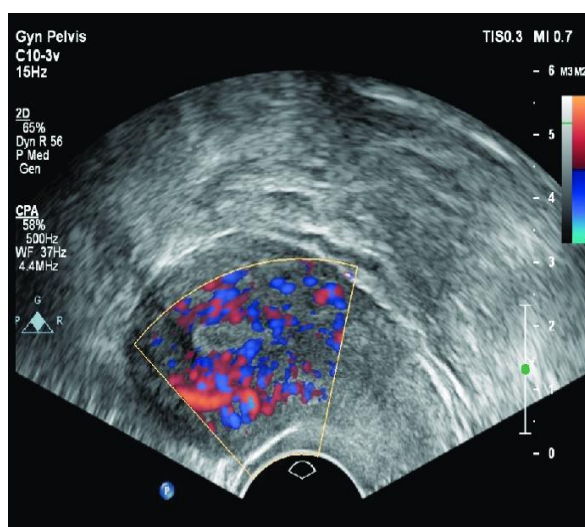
Перфузия эндометрия методом power Doppler (Bahrami F. et al., 2023) — демонстрирует снижение васкуляризации эндометрия.
